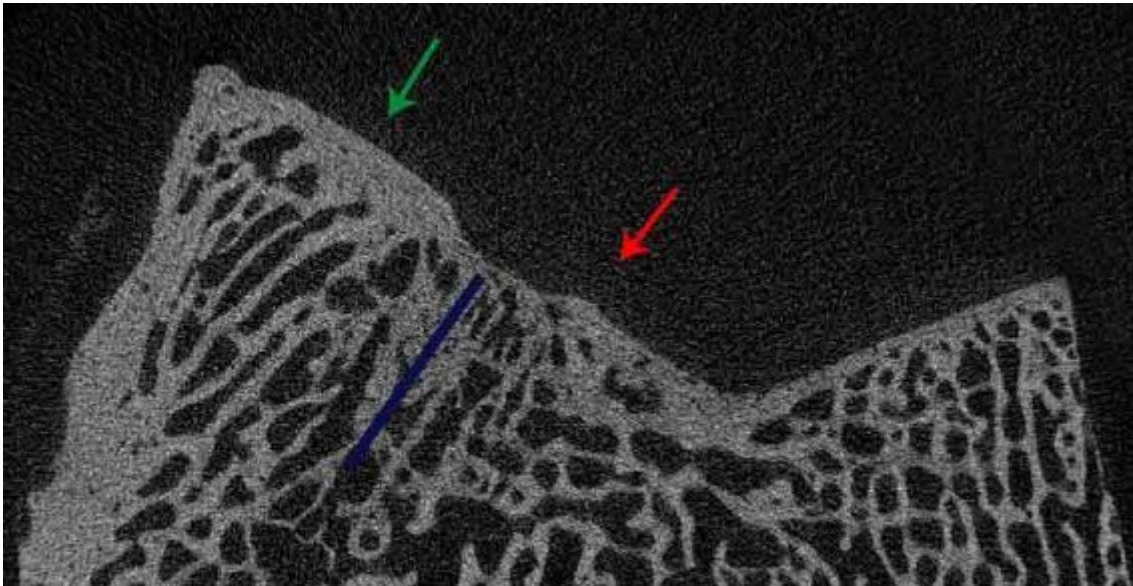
Knochenreparatur im Mikro-CT. Die Abbildung zeigt einen intraläsionalen Osteophyten (roter Pfeil) und das generalisierte Voranschreiten der subchondralen Knochenplatte (grüner Pfeil) an den Defekträndern. Das subchondrale Defektareal war in beiden Defektgruppen (unvollständig) mit neugebildetem Knochen durchbaut (blaue Linie).
